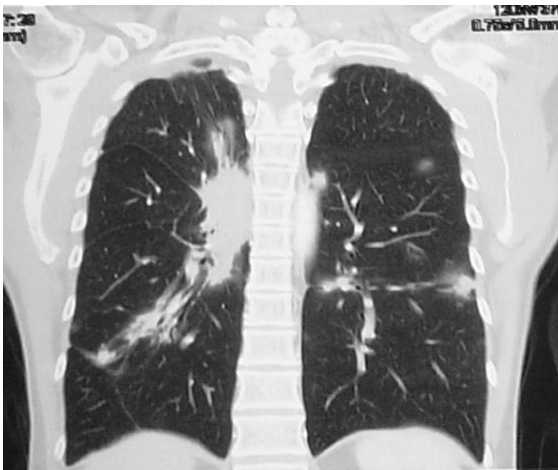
TC adenomegalia parahiliar derecha (estudio radiológico de imágenes diagnósticas. Pereira)
